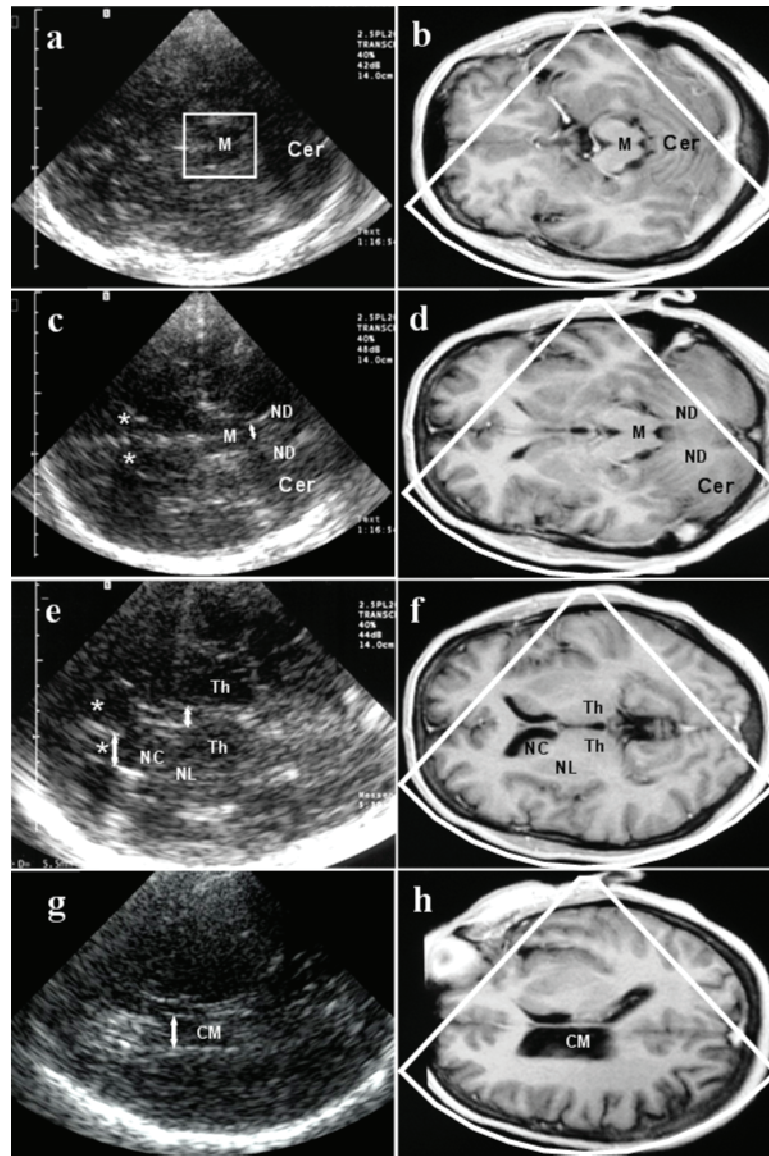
Darstellung der korrespondierenden Schnittebenen im MRT (Bild: b, d, f, h) und der von uns verwendeten transkraniellen Hirnsonografie (Bild: a, c, e, g). Abb. a und b stellen die Mittelhirnebene dar (detaillierte Auflösung zeigt Abb. 6). Durch Drehung des hinteren Teils des Schallkopfes um 45° nach unten wird die Ebene des 4. Ventrikels (Doppelpfeil) eingestellt (Bild c, d). Die Doppelpfeile in Bild e und f zeigen die Weite des 3. Ventrikels und das Vorderhorn des Seitenventrikels in der Thalamusebene auf. Bild g und h stellen die Seitenventrikelenebene auf Höhe der *Cella media* (Doppelpfeil) dar. M – Mittelhirn, Cer – *Cerebellum* (Kleinhirn), CM – *Cella media*, NC – *Nucleus caudatus*, ND – *Nucleus dentatus*, NL – *Nucleus lentiformis*, Th – *Thalamus*, * - Vorderhörner der Seitenventrikel (nach Walter et al. 2007a)
